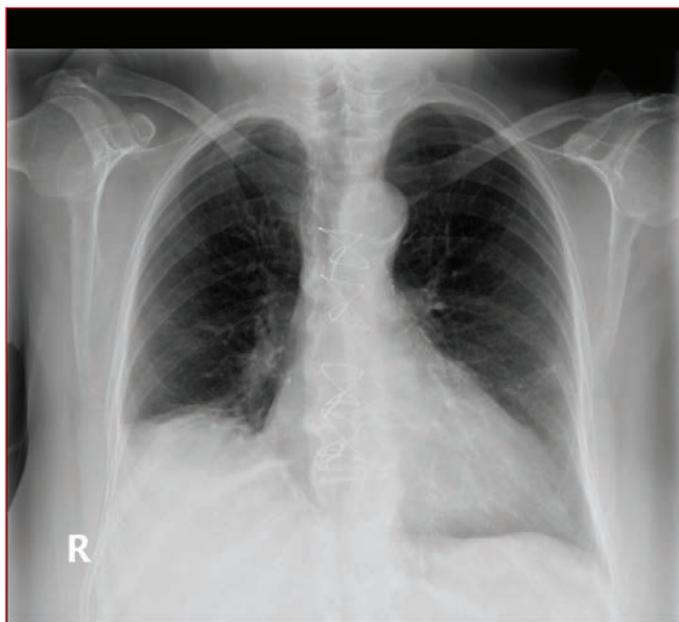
Chest radiography after the procedure.
